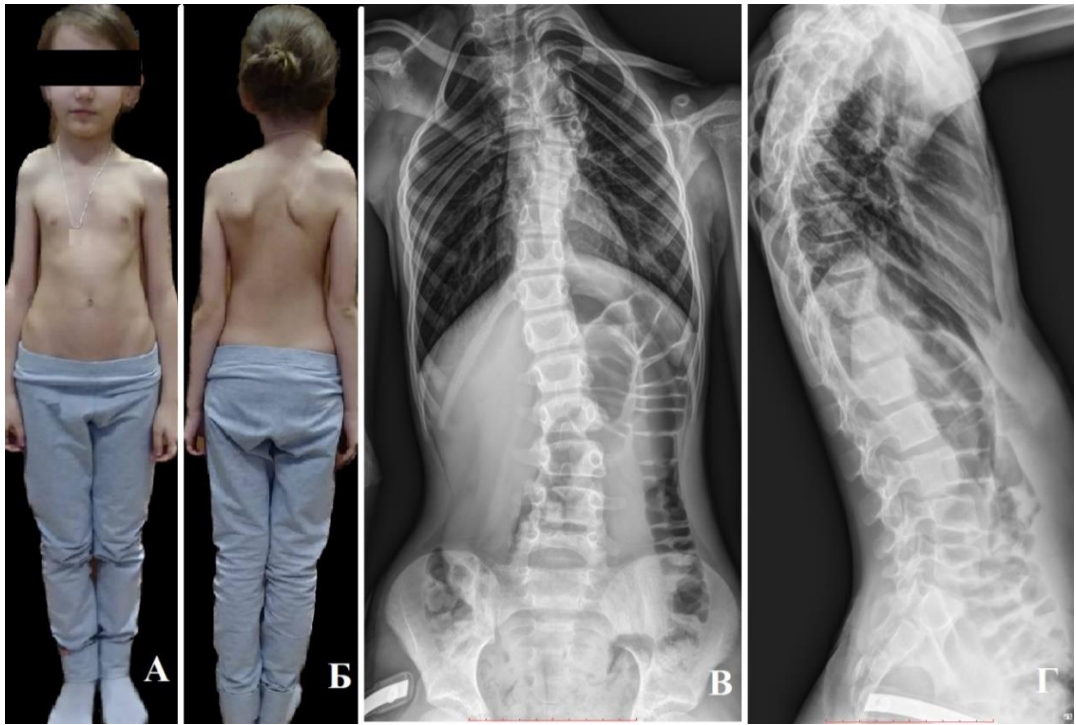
Пациентка X. 6 лет. Диагноз: врожденный сколиоз при одностороннем боковом несегментированном стержне и синостозе ребер. При клиническом осмотре отмечается асимметрия высоты стояния надплечий, отставание роста гемиторакса на стороне одностороннего несегментированного стержня и синостоза ребер – А,Б; на цифровой рентгенограмме грудного и пояснично-крестцового отделов позвоночника в прямой и боковой проекции определяется правосторонний боковой несегментированный стержень Th2-Th5, синостоз 3,4 и 5 ребер справа, локальная сколиотическая деформация Th1-Th6 33° – В,Г
